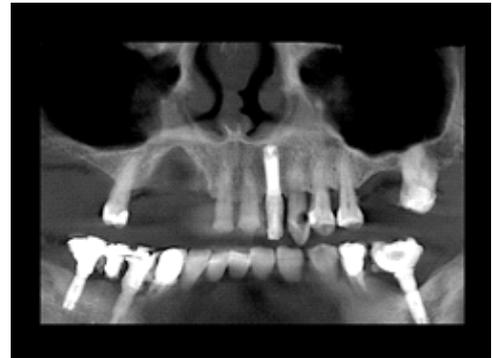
Immagine radiografica del difetto.
